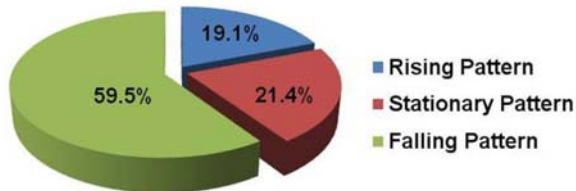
SUVmax change over time between the first time point and second time point of papillary thyroid microcarcinoma (A), benign thyroid nodule (B), and contralateral normal thyroid tissue (C). While many papillary thyroid microcarcinoma show an increase in the SUVmax over time (rising pattern, Δ%SUVmax > 0.0%), many benign thyroid nodules and normal thyroid tissues showed either no change or a decrease in the SUVmax over time (stationary or falling pattern, Δ%SUVmax = 0.0% or < 0.0%).
